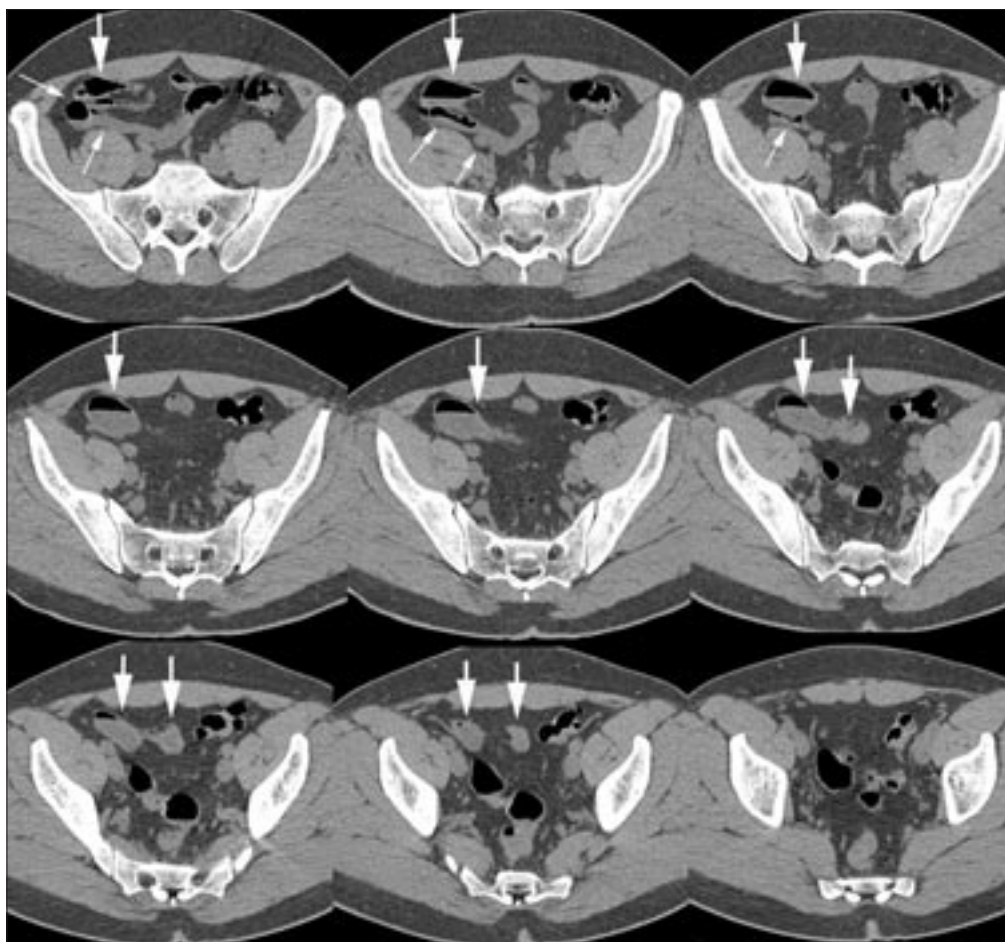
Мультidetекторная компьютерная томография, серия аксиальных срезов. Нативное исследование. Дивертикул Меккеля (толстые стрелки) визуализируется как слепо заканчивающийся фрагмент подвздошной кишки (тонкие стрелки)
